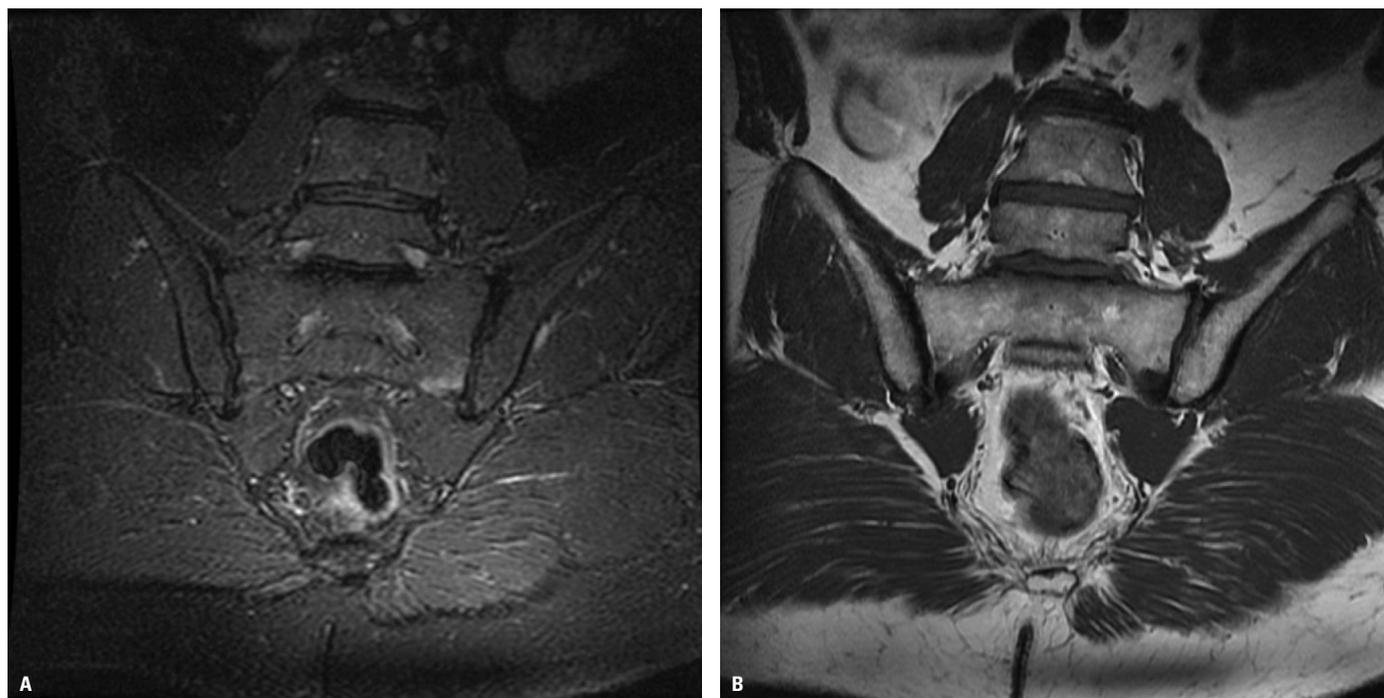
Valoración de la sacroileítis mediante resonancia magnética (RM). A. Secuencia STIR donde se aprecia lesión hipertensa adyacente a la articulación sacroilíaca izquierda. B. La misma lesión se visualiza hipointensa.
